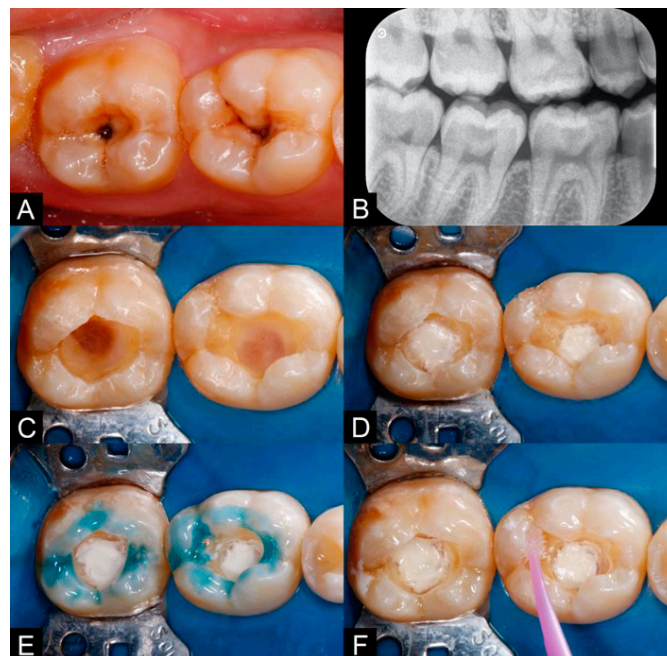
Fotografías iniciales. A. Lesiones de caries en caras oclusales de los dientes 46 y 47. B. Radiografía inicial *Bitewing*. Imagen radiolúcida en dentina compatible con lesión cariosa profunda. C. Remoción de lesiones de caries. D. Aplicación del *liner* a base de silicato de calcio sobre la dentina próxima a la cámara pulpar. E. Grabado selectivo del esmalte con ácido fosfórico al 37%. F. Aplicación del sistema adhesivo autograbbable.
